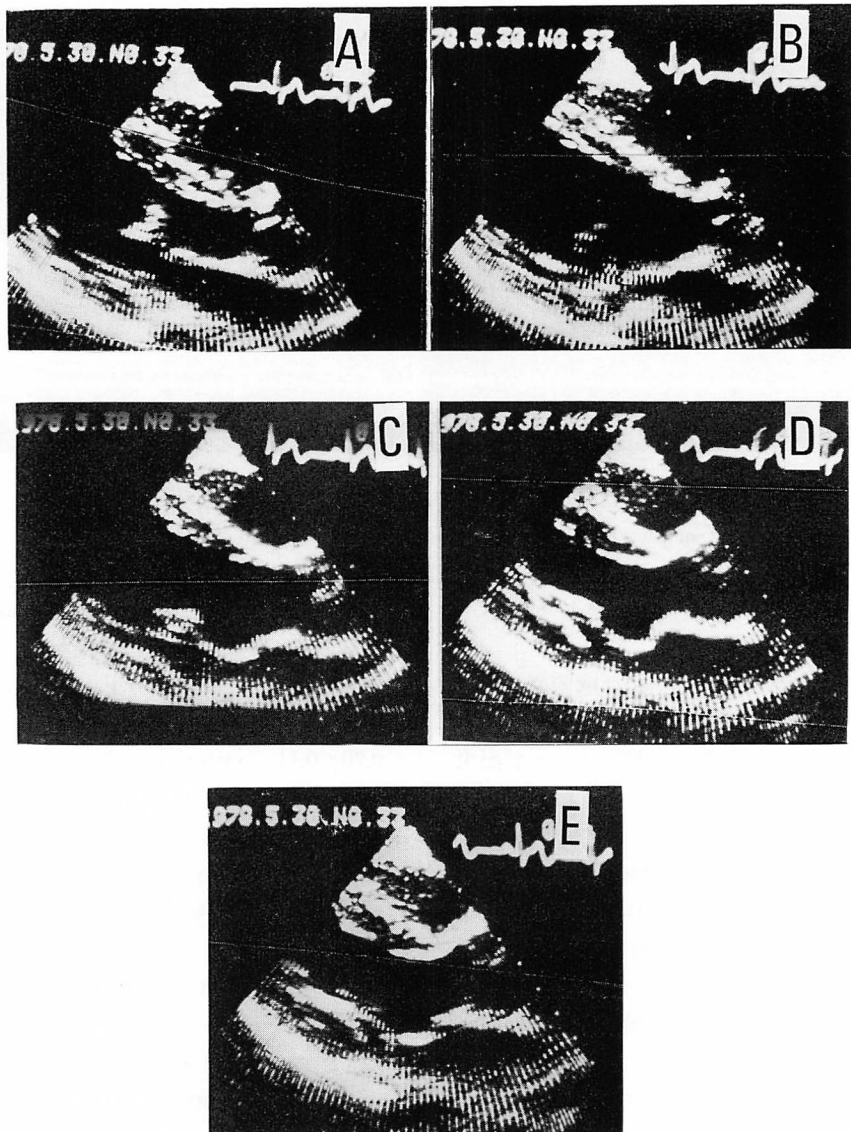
Ultrasono-cardiotomograms of the same case as shown in Fig. 3.
